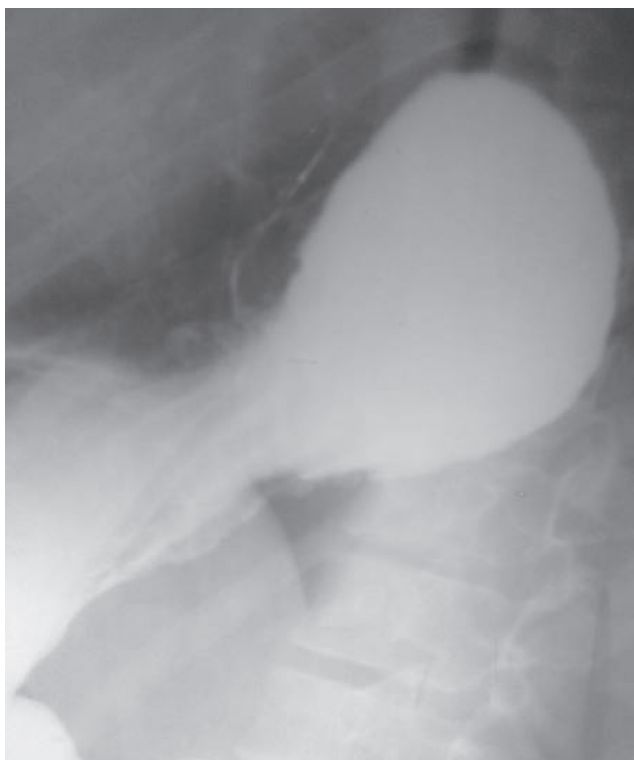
Рентгенологическая картина больного В., 43 года
